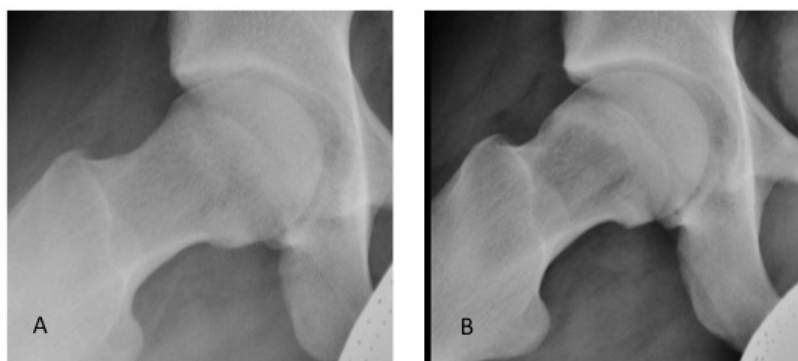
Radiografía axial de Dunn de cadera derecha con normal esfericidad de la cabeza femoral (A). Radiografía axial de Dunn de cadera derecha en la que se aprecia una anesfericidad de la zona anterior de la transición cabeza-cuello femoral, que conocemos con el nombre de lesión de cam (B).
